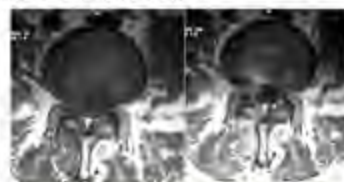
IRM montrant une fibrose L4-L5
